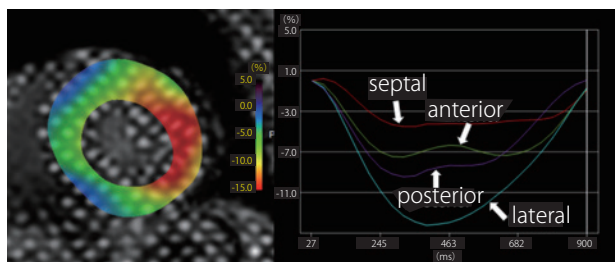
心アミロイドーシスの心筋ストレインMRI
